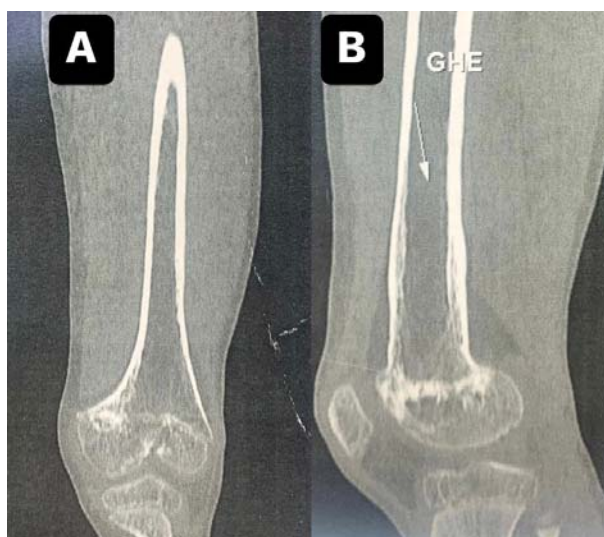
Coupe coronale (A) et sagittale (B) d'une TDM du fémur sans injection du PDC montrant une épiphysiodèse centrale et périphérique quasi-complète gauche
